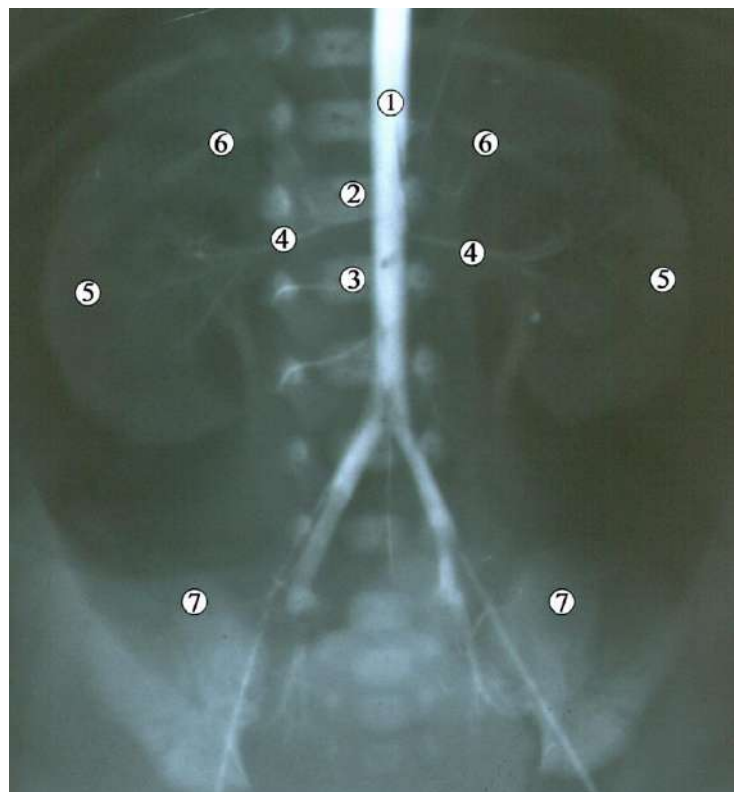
Рентгенограма 6-місячного плода людини 200,0 мм ТКД. Контрастування артеріальної системи. Фронтальна проекція. Зб. х2:
